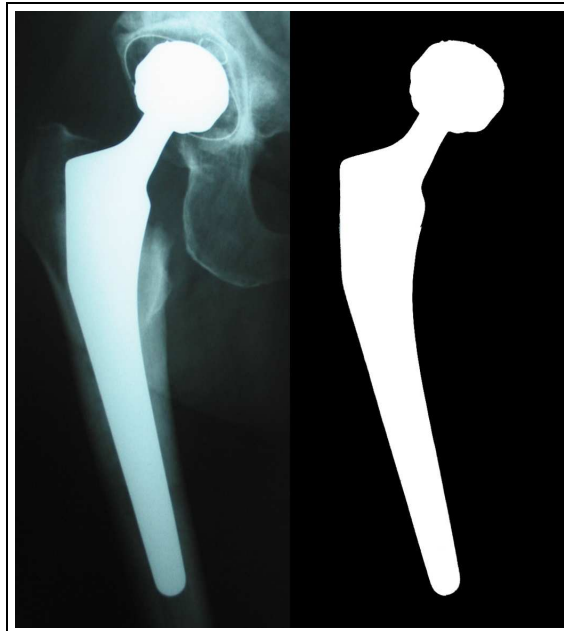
Seuillage des documents radiographiques
